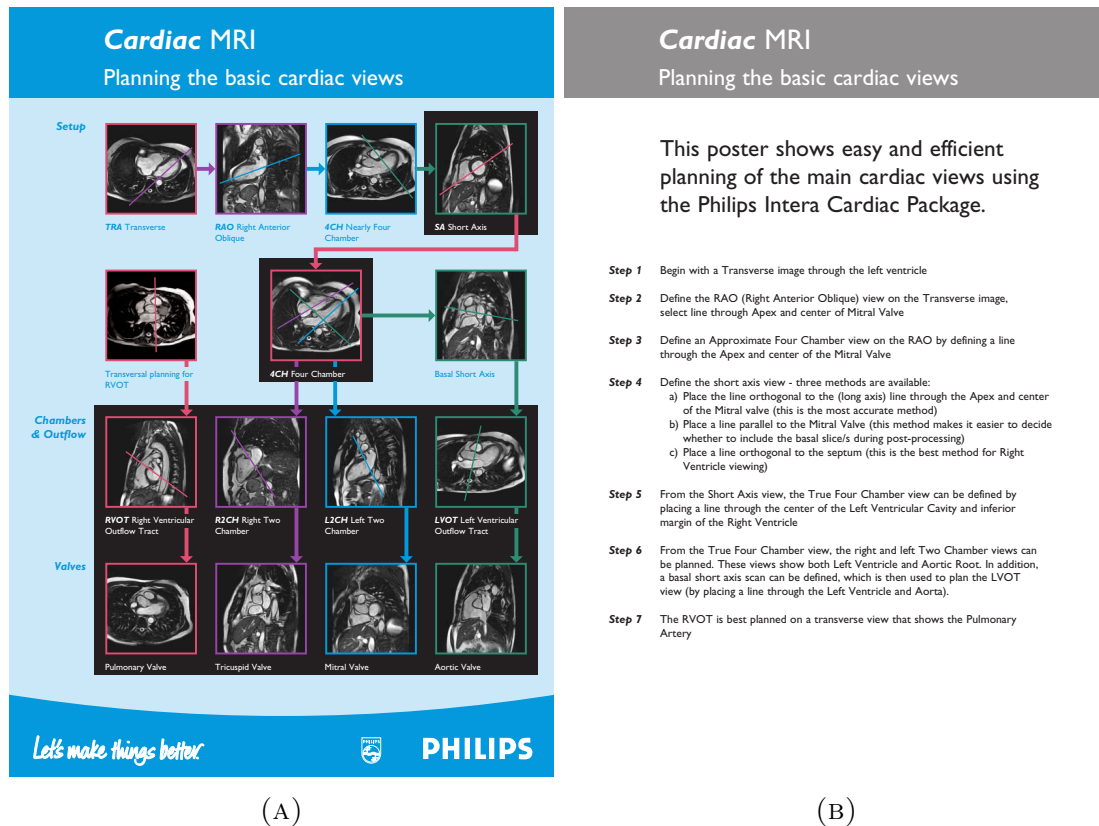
Planificación de los planos cardiacos básicos. En la imagen (A) pueden verse los tipos de cortes usados en el diagnóstico de patologías cardiacas. En la imagen (B) se describen los pasos que indica el fabricante para su obtención. Las imágenes han sido obtenidas del manual de Philips de un escáner MRI.
